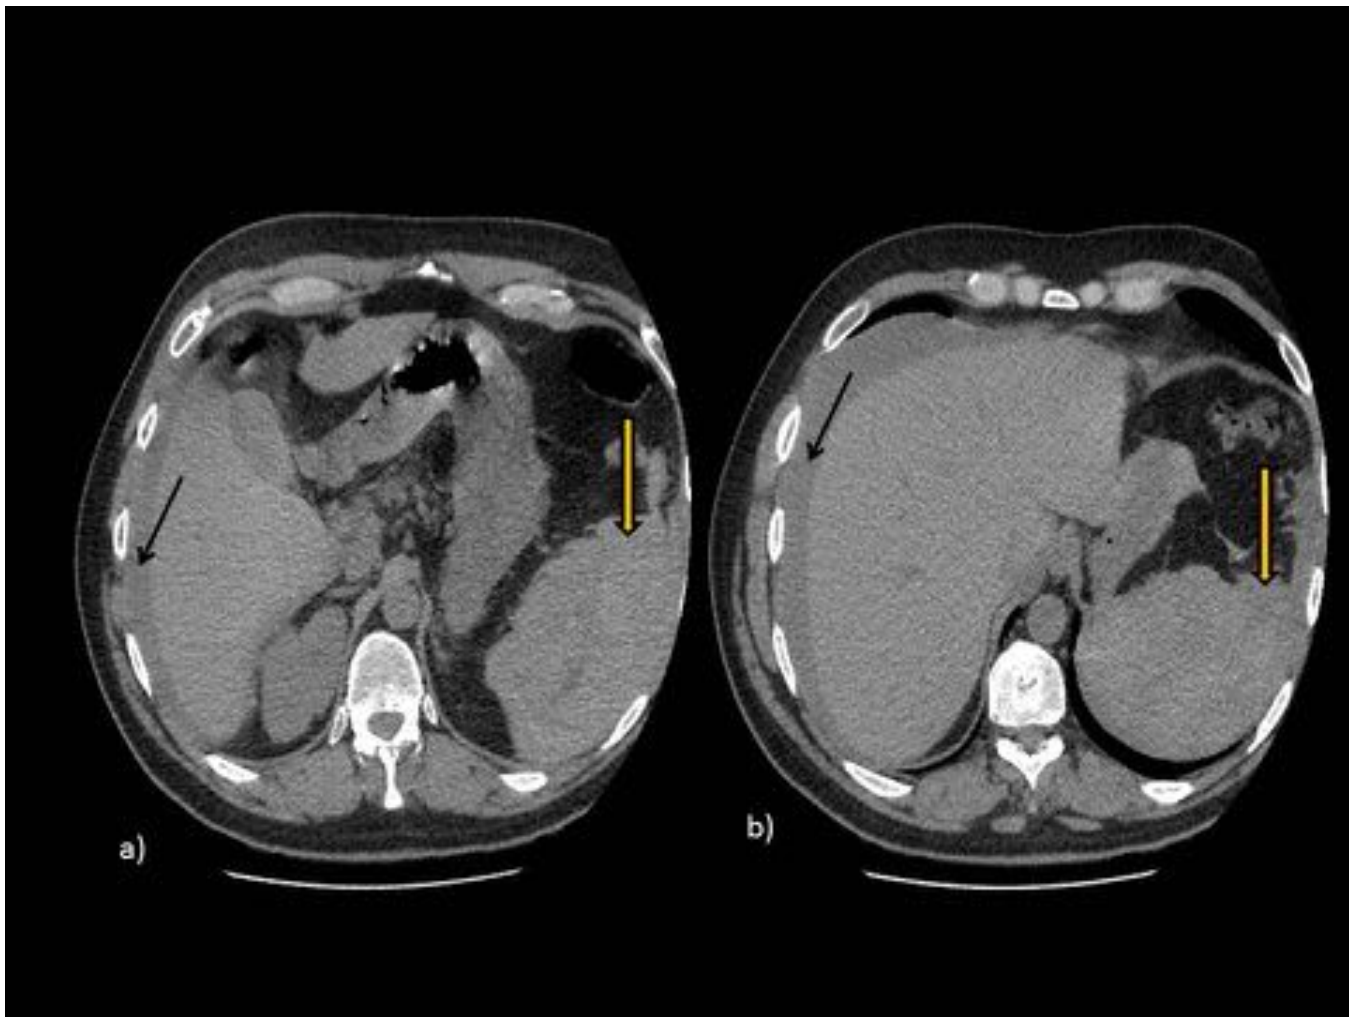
TC sin CIV. Paciente con antecedente de colonoscopia el mismo día. Mala definición del contorno esplénico con colección heterogénea hiperdensa (flechas amarillas) sugestiva de extenso hematoma subcapsular. Líquido libre hiperdenso (flechas negras) compatible con hemoperitoneo.
